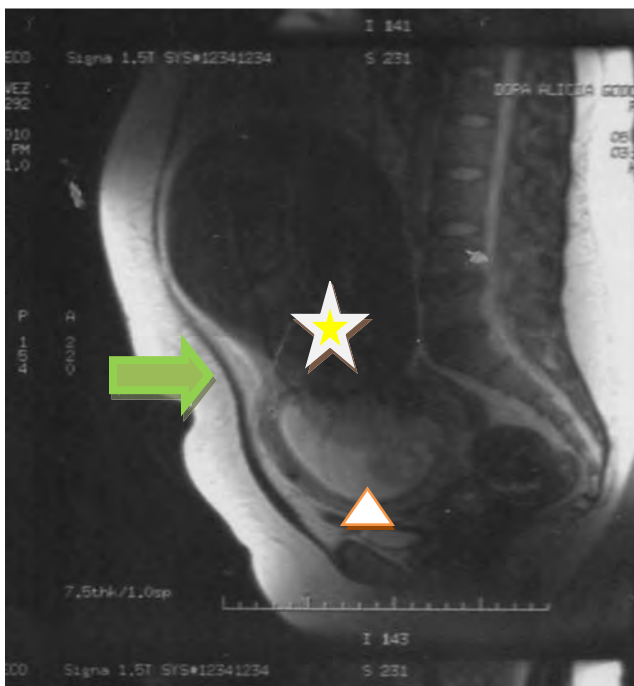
La imagen de RM muestra el mioma gigante (estrella), el útero (triángulo) y la unión de ambas estructuras (flecha).
